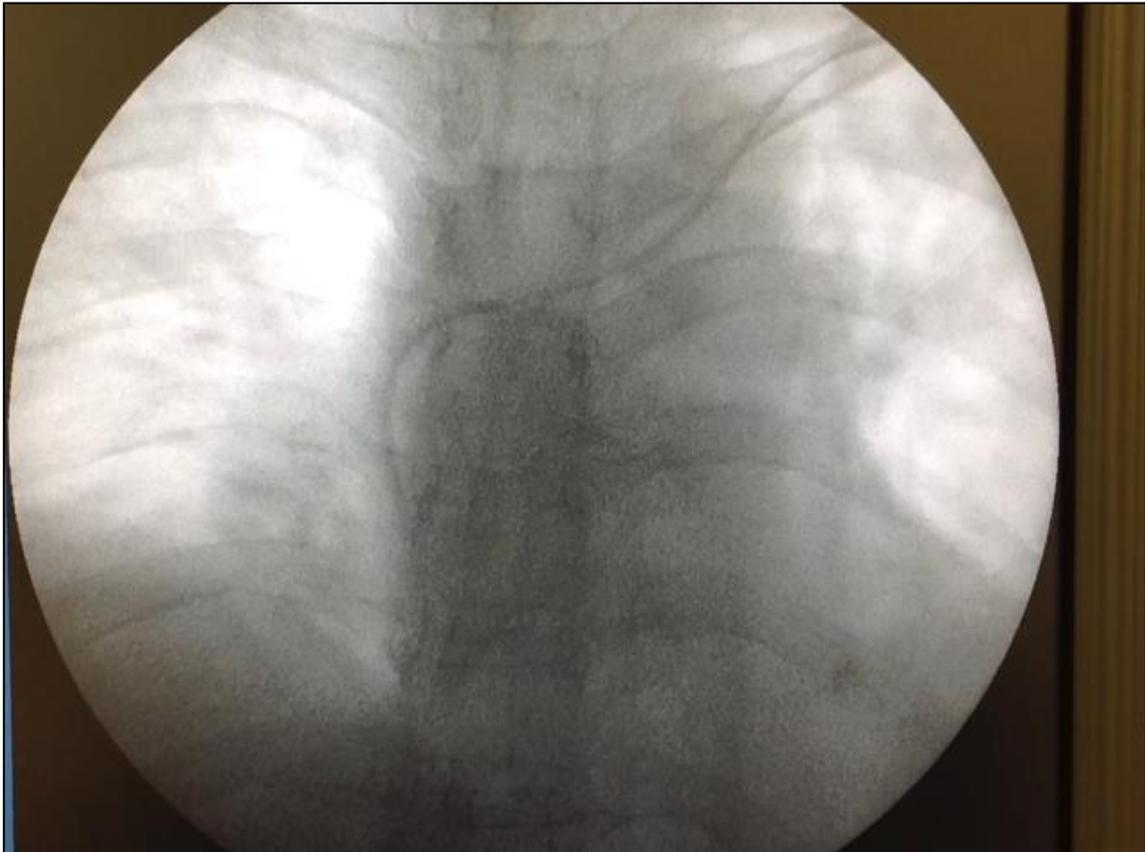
La realización de una radiografía de tórax o un estudio de radioscopia durante la implantación han sido los métodos clásicos utilizados.
